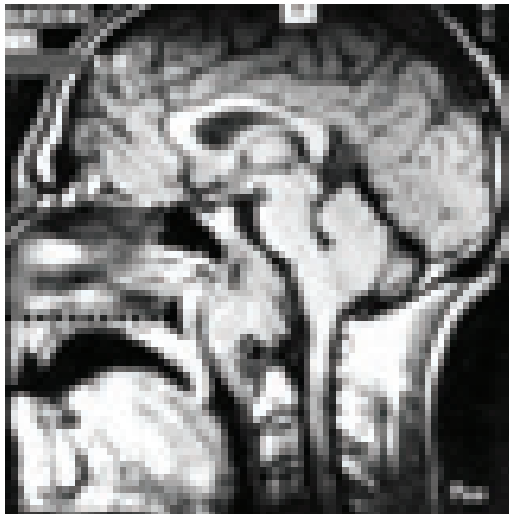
Хордома основания черепа, распространяющаяся в носо-ротоглотку. Больной С., 32 лет. “А” - МРТ до операции. Хордома основания черепа, разрушает верхние, средние и нижние отделы ската черепа, распространяется в носо- и ротоглотку, деформирует мягкое небо, проекционно распространяется до С2 позвонка. Пунктиром обозначен уровень твердого неба. “Б” - КТ (3D) до операции. Костный дефект средней и нижней трети ската (оранжевые стрелки) с сохранением переднего полукольца большого затылочного отверстия и интактными вентральными отделами позвонков С1 и С2 (чёрные стрелки).
